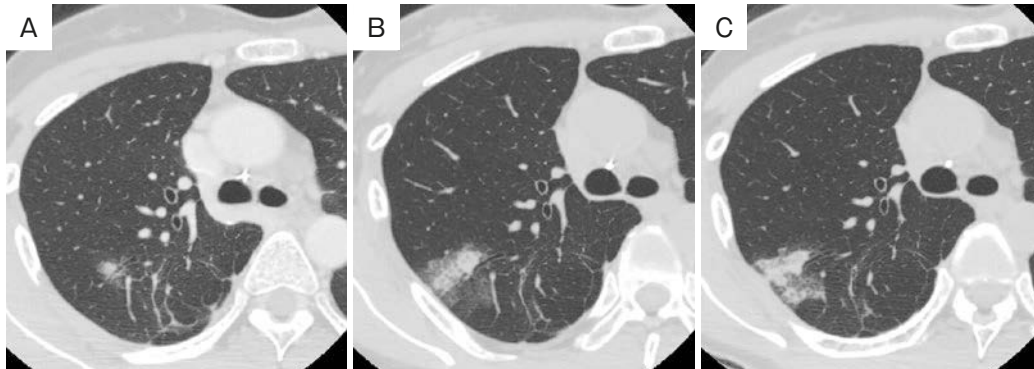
Computed tomography (CT) scans showed that the ground glass opacification with the infiltrative shadow in the right upper lobe increased in size gradually: from May (A), to July (B), to August (C).
